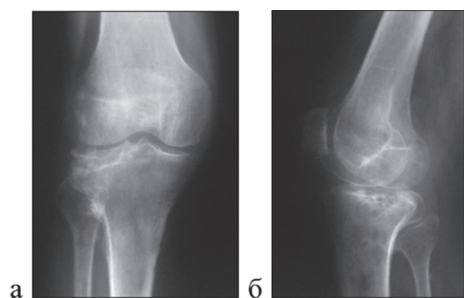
Пациент Б., 65 лет. Рентгенограмма правого коленного сустава после удаления фиксатора через 7 месяцев: а – прямая проекция; б – боковая проекция
